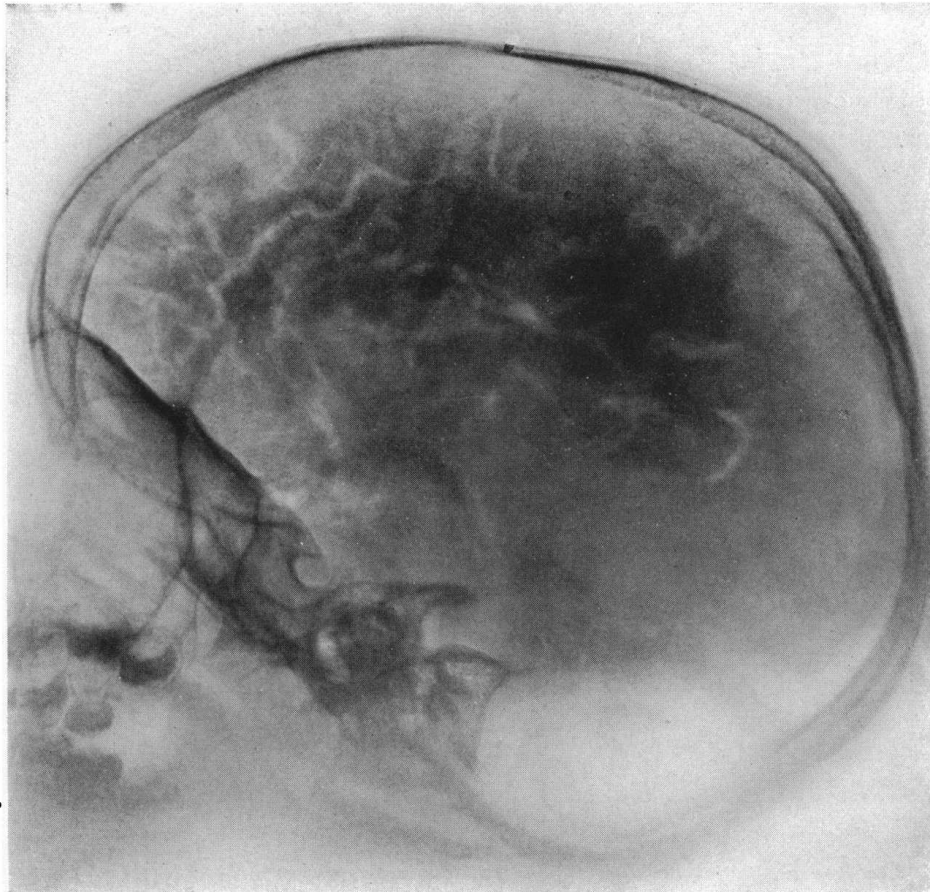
Photograph of a roentgenogram of the head after an intraspinous injection of air. The sulci and cisterna are more distinct than after the intraventricular injection as shown in Fig. 1.
